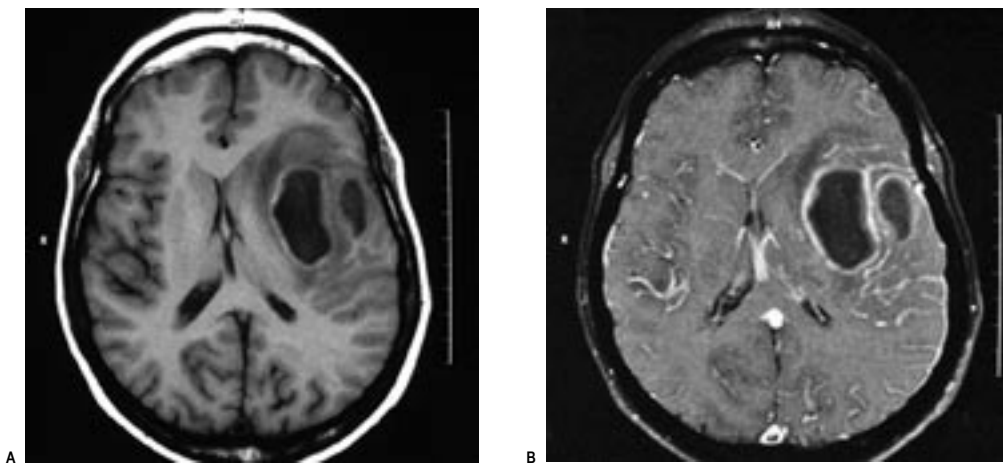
Ressonância magnética em T1 antes (A) e após (B) a injeção de gadolínio mostra lesão frontotemporal esquerda em hipossinal com septação central e realce anelar periférico pós-contraste bem definidos, com edema circunjascente, característicos do abscesso cerebral.
